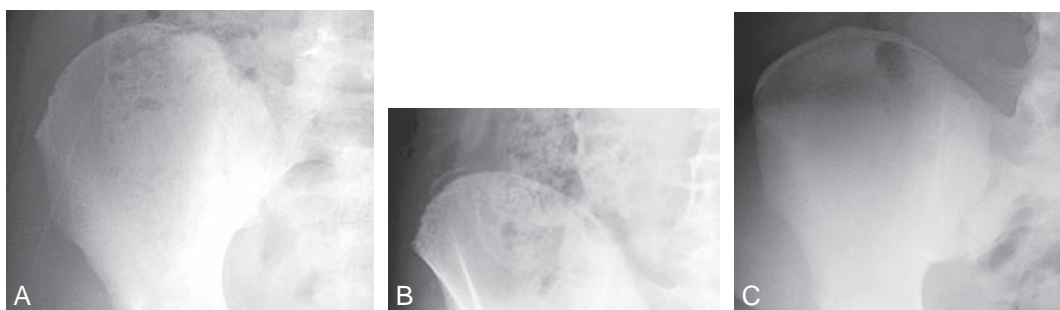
Radiographies de bassin de face montrant différents stades selon la classification de Risser.
